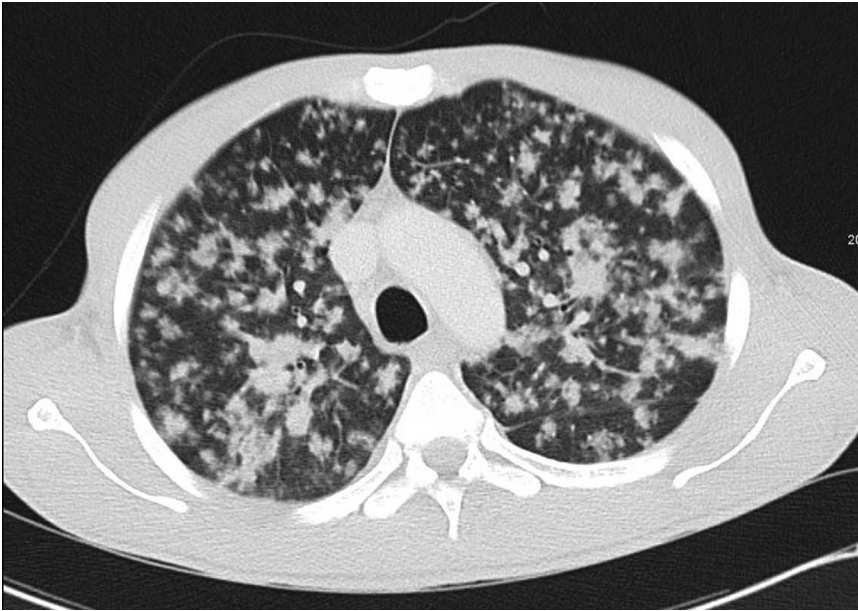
▲ CT, axiale Schichtführung, 21-jähriger Patient mit exsudativer Tbc. Es zeigen sich bilaterale ausgedehnte peribronchovaskuläre Konsolidierungen und zahlreiche Noduli sowie kleine Rundherde
